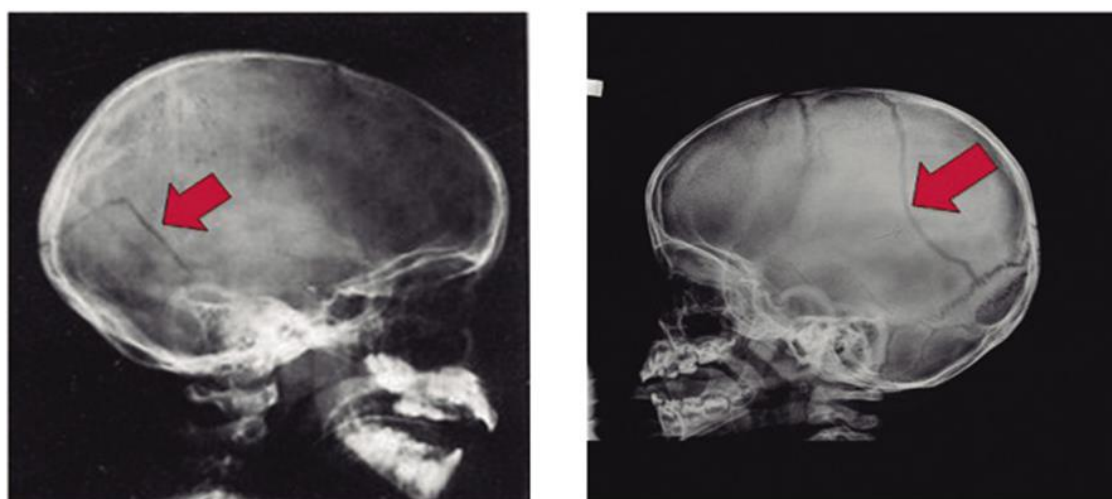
Radiografías simples de cráneo en niños: Las flechas indican zonas con líneas de fractura
